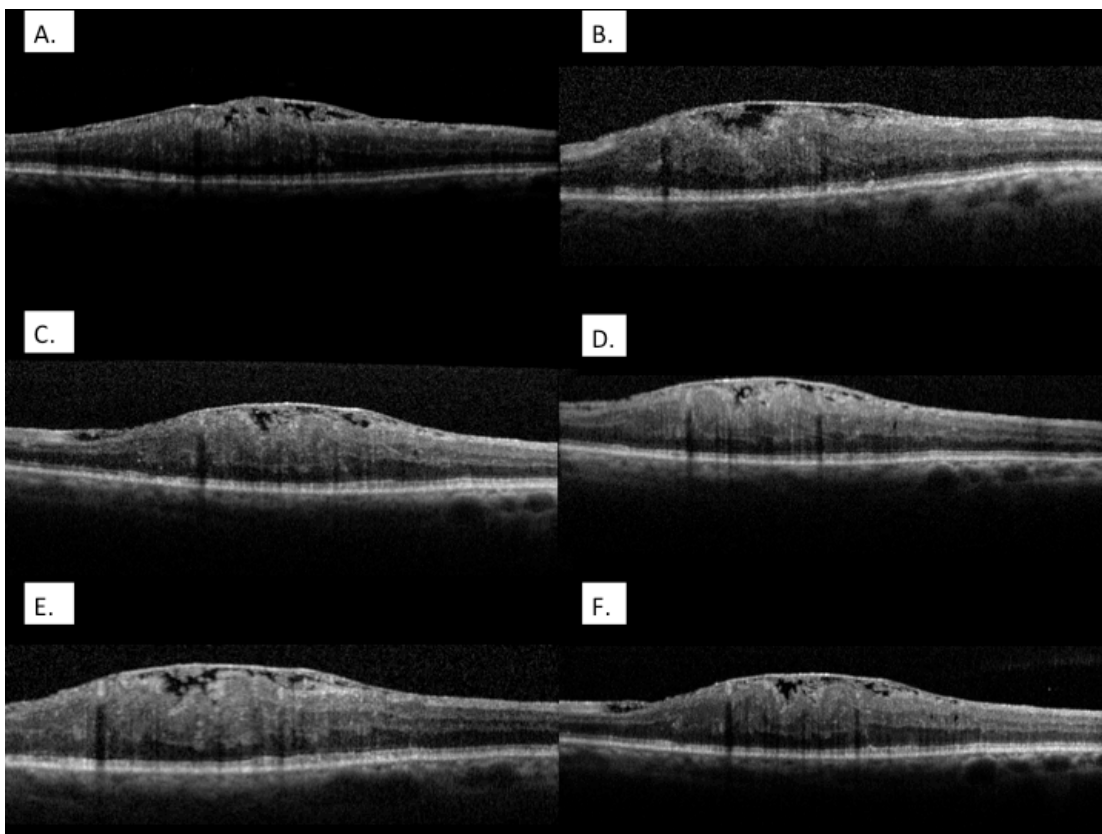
Tomografia Óptica Coerente em paciente com membrana epirretiniana: A) pré-operatório (EFC=614um); B) 7° pós-operatório (EFC=574um); C) 30° pós-operatório (EFC=620um); D) 60° pós-operatório (EFC=621um); E) 90° pós-operatório (EFC=607um); F) 180° pós-operatório (EFC=606um)
